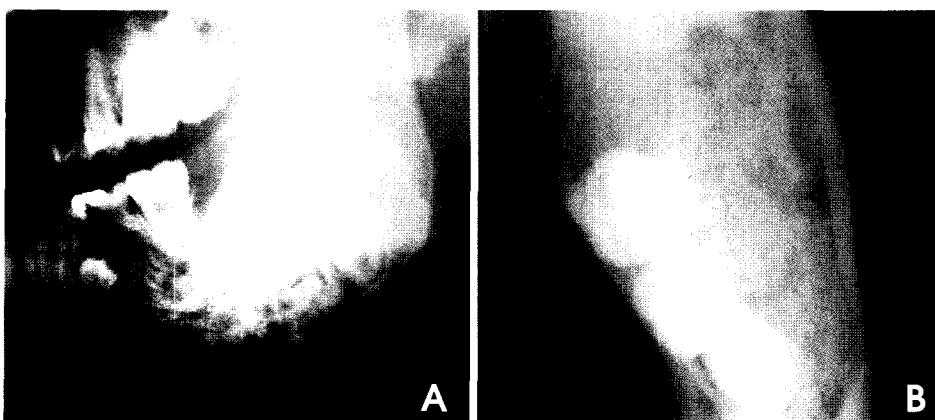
Panoramic radiograph (A) shows a well-defined, mixed radio-lucent-radioopaque lesion in the left body-ramus of the mandible accompanying impacted permanent teeth. Occlusal radiograph (B) shows a radiolucent cystic portion in the posterior part of the lesion.
